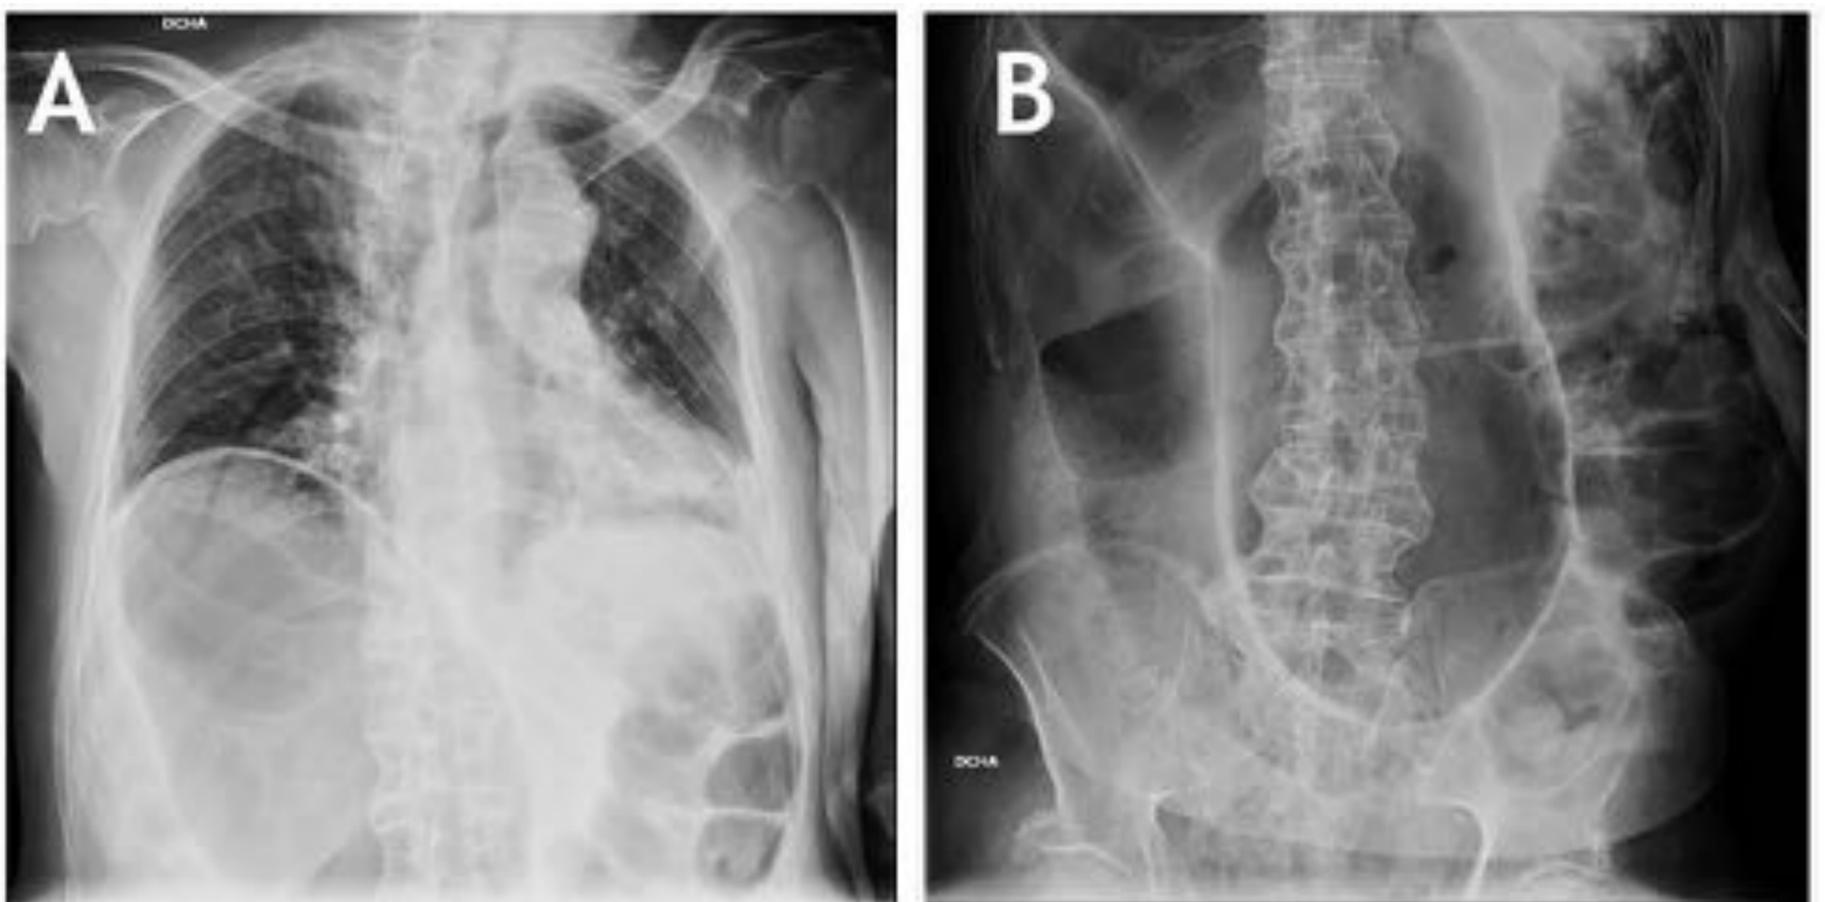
Vólvulo de sigma confirmado por endoscopia. Se observa un asa muy dilatada que va desde la pelvis y ocupa la mayor parte del abdomen en la radiografía.
